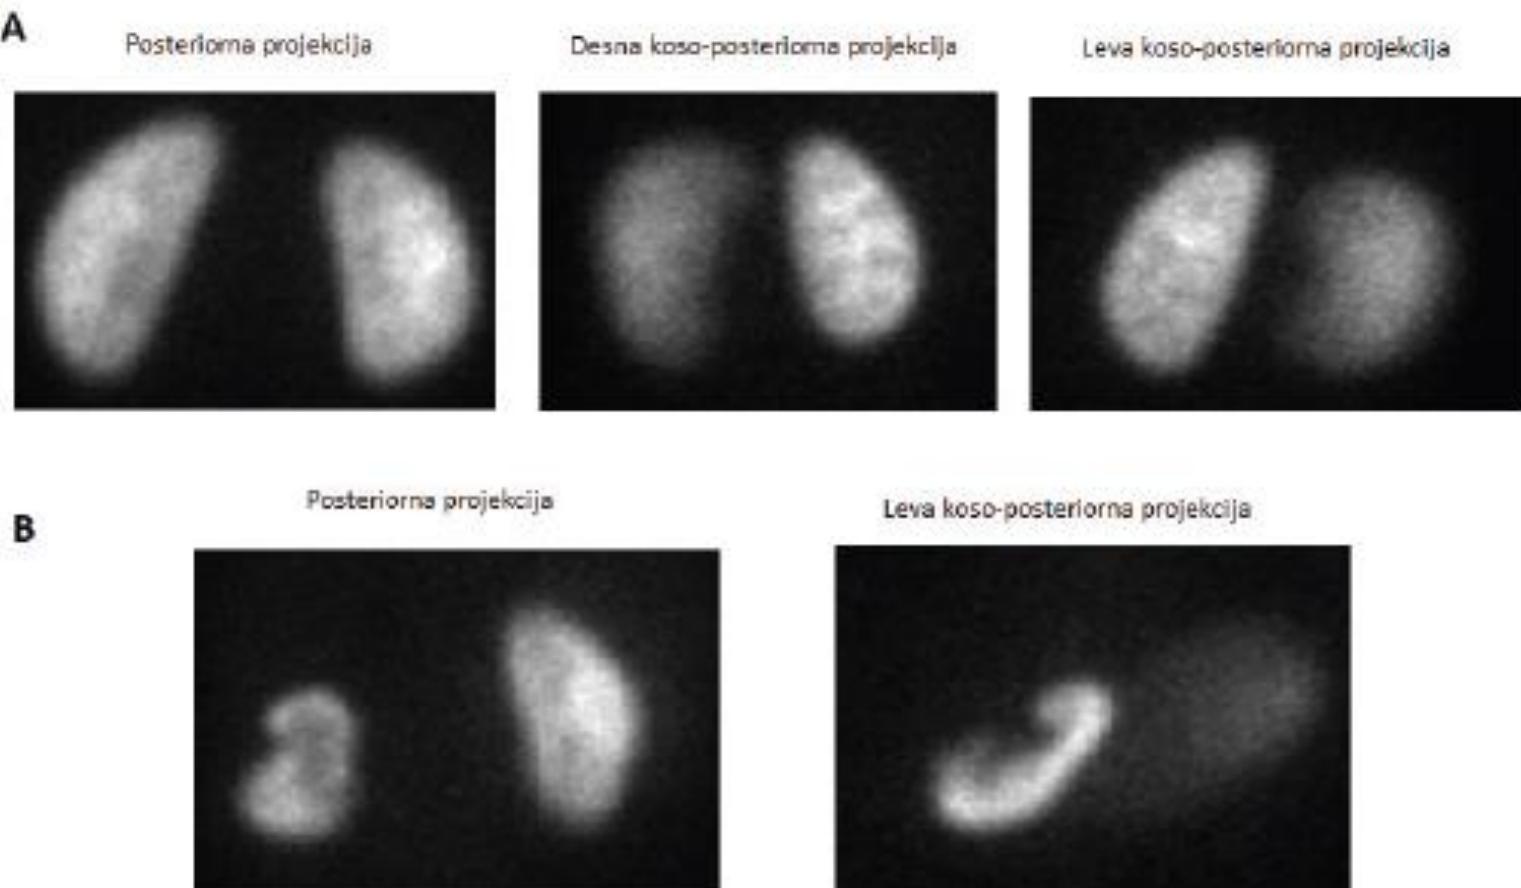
Statički ^{99m}Tc scintigram bubrega: normalan nalaz
